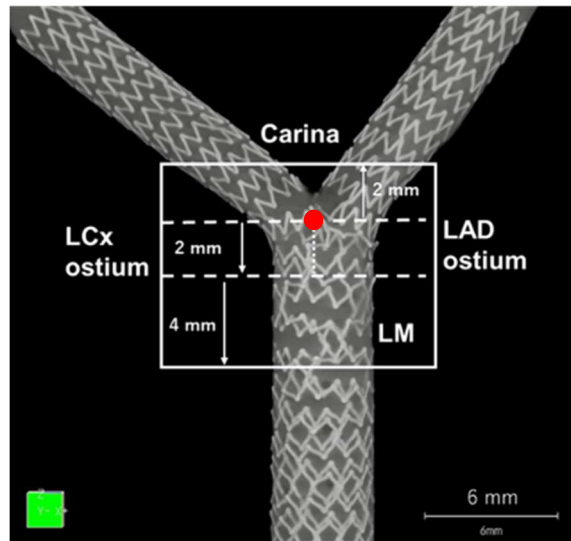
マイクロ CT での ISA 体積の測定部位
